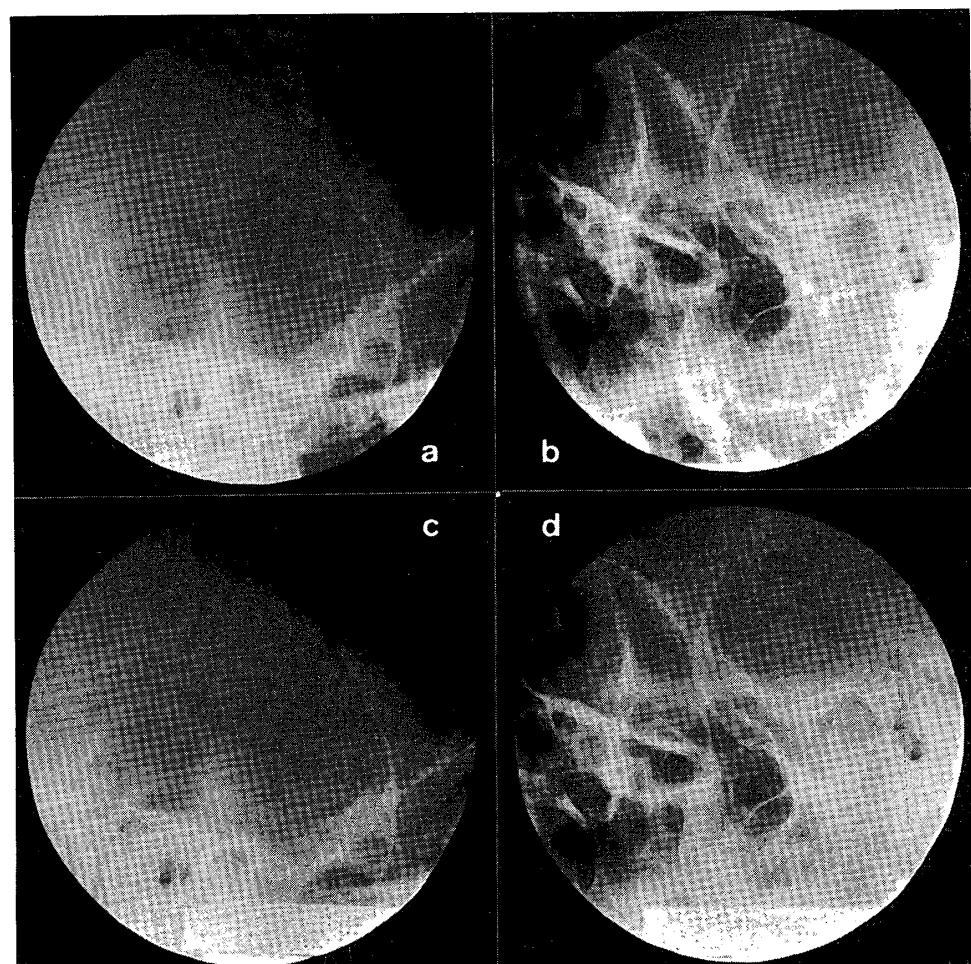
Radiographs of the temporomandibular joint 1 month later after incision.
